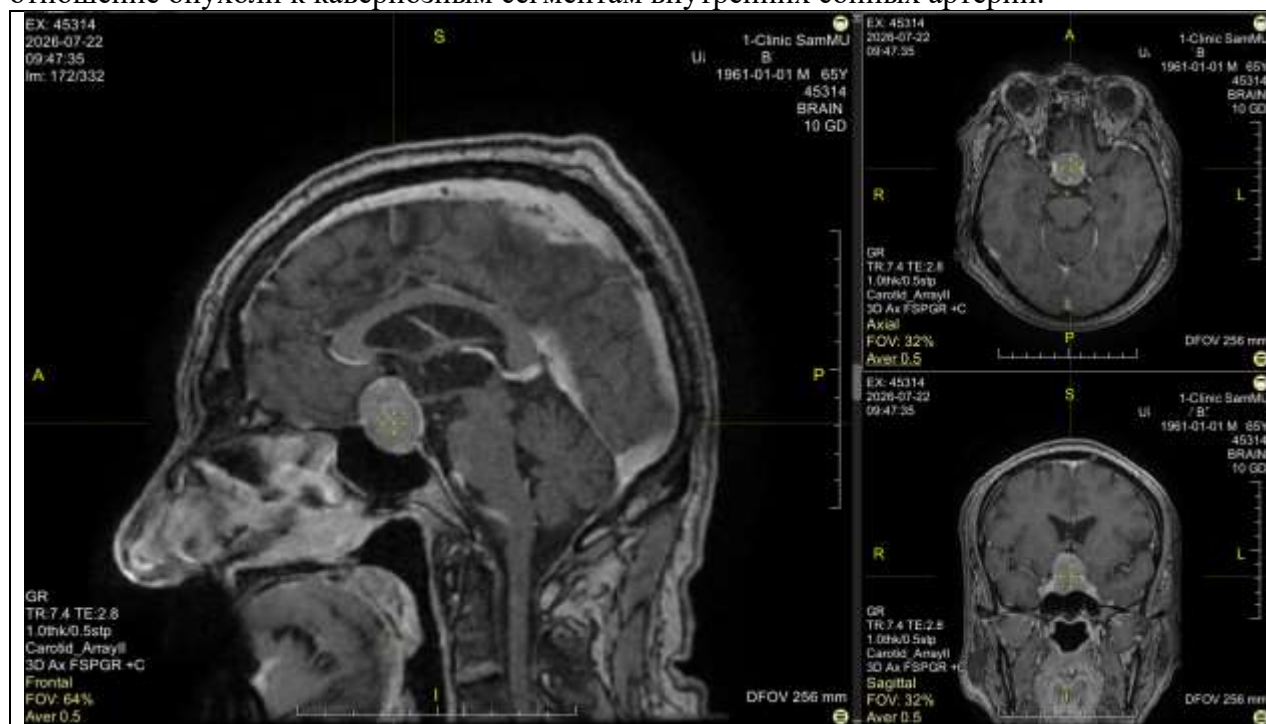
Контрастная МРТ головного мозга
